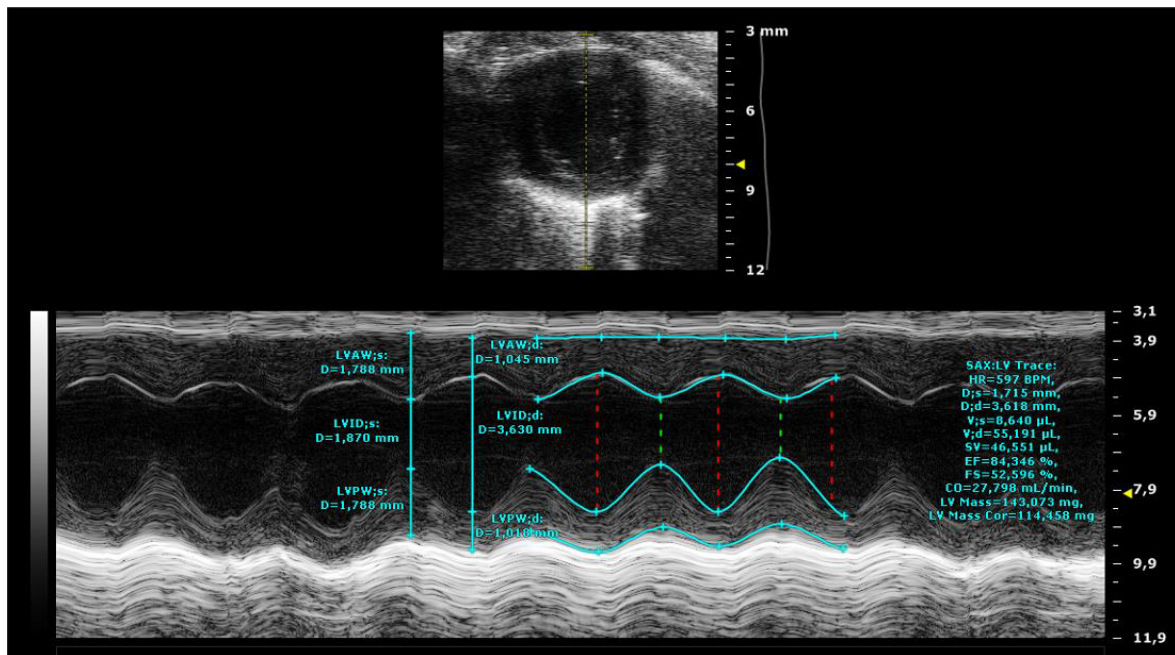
M-Mode der midventrikulären parasternalen kurzen Achse (SAX). Dargestellt ist exemplarisch eine M-Mode Aufnahme der SAX (unteres Bild) mit Markierung der entsprechenden linksventrikulären Wanddicken (LVAW, LVPW) sowie des interventrikulären Durchmessers (LVID) in Systole (s) und Diastole (d) zur Messung der Wandstärken in mm und Berechnung der linksventrikulären Masse in mg. Das obere Bild zeigt die SAX-Aufnahme in der der M-Mode abgeleitet wurde (gelbe, senkrechte Linie).
